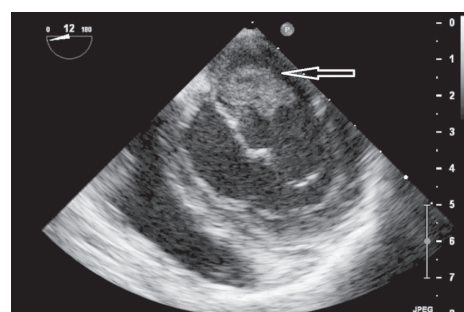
Чреспищеводная эхокардиограмма пациентки А., 16 лет. Поперечная ось сердца. Стрелками указаны вегетации на задней створке митрального клапана
